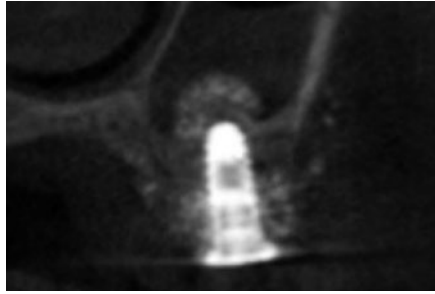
インプラント埋入後の Ⅴ 部 CT 像。
